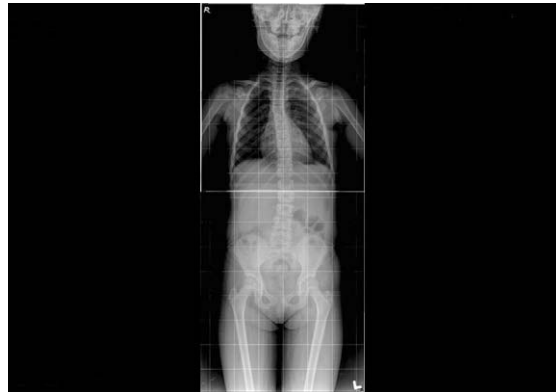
Whole spine AP radiograph demonstrates scoliosis in thoracolumbar area.
